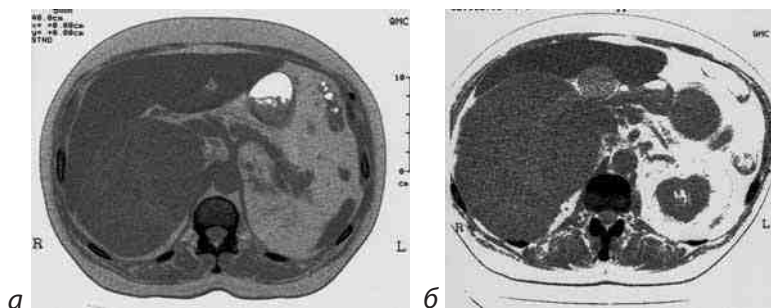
Рентгенограмма КТ гигантской феохромоцитомы правого надпочечника от 13.03.2008 г. (а) и от 13.02.2009 г. (отрицательная динамика) (б) (больной X-в, 56 лет)
